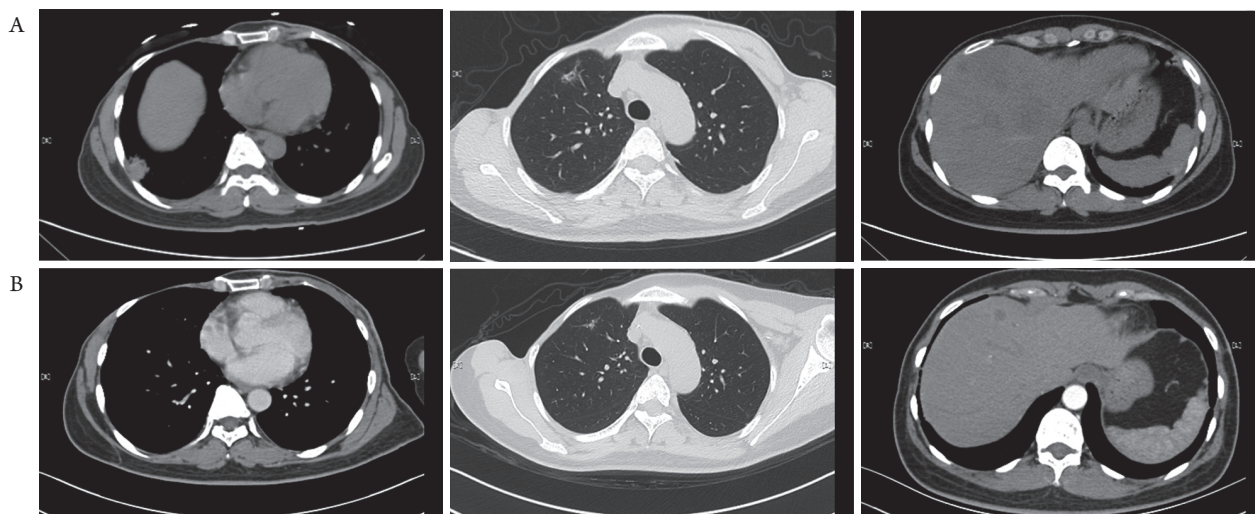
2018年3月4日(A)与2018年8月9日(B)CT检查对比病灶大小进行疗效评估提示:右肺下叶、右肺上叶结节灶缩小,肝脏原低密度结节灶亦明显缩小
